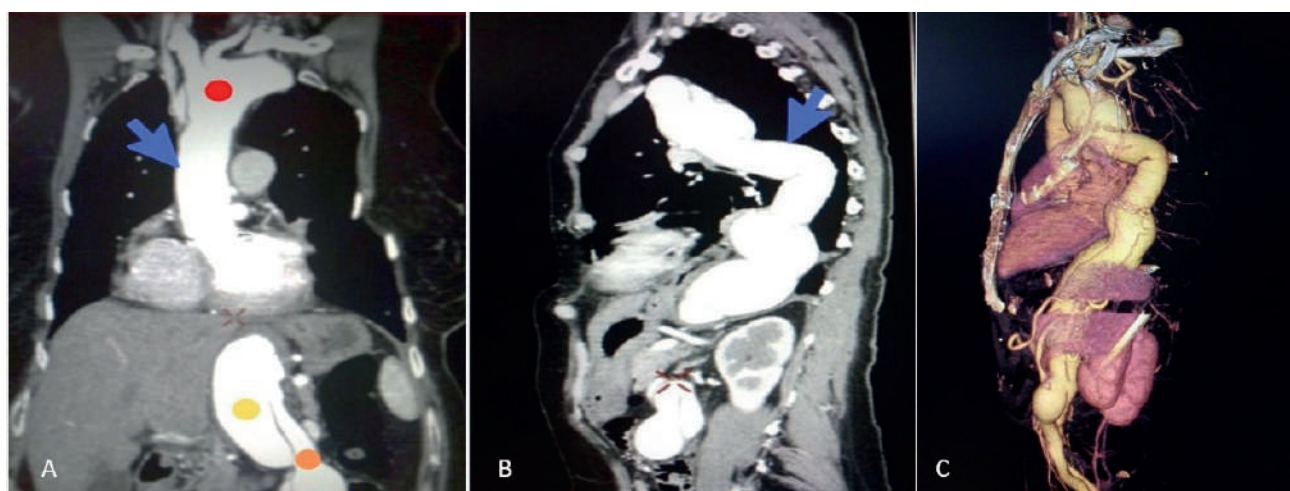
A, B, The patient with MFS and chronic Type A AD. CT-scans after urgent open thoracic descending aorta replacement. The Dacron aortic prosthesis 28 mm in diameter (blue arrow). Non-touch patient's aortic arch (red circle), both patency true and false lumens (orange / yellow circles). CECT image. C, 3-D reconstruction of the aorta after three stages
